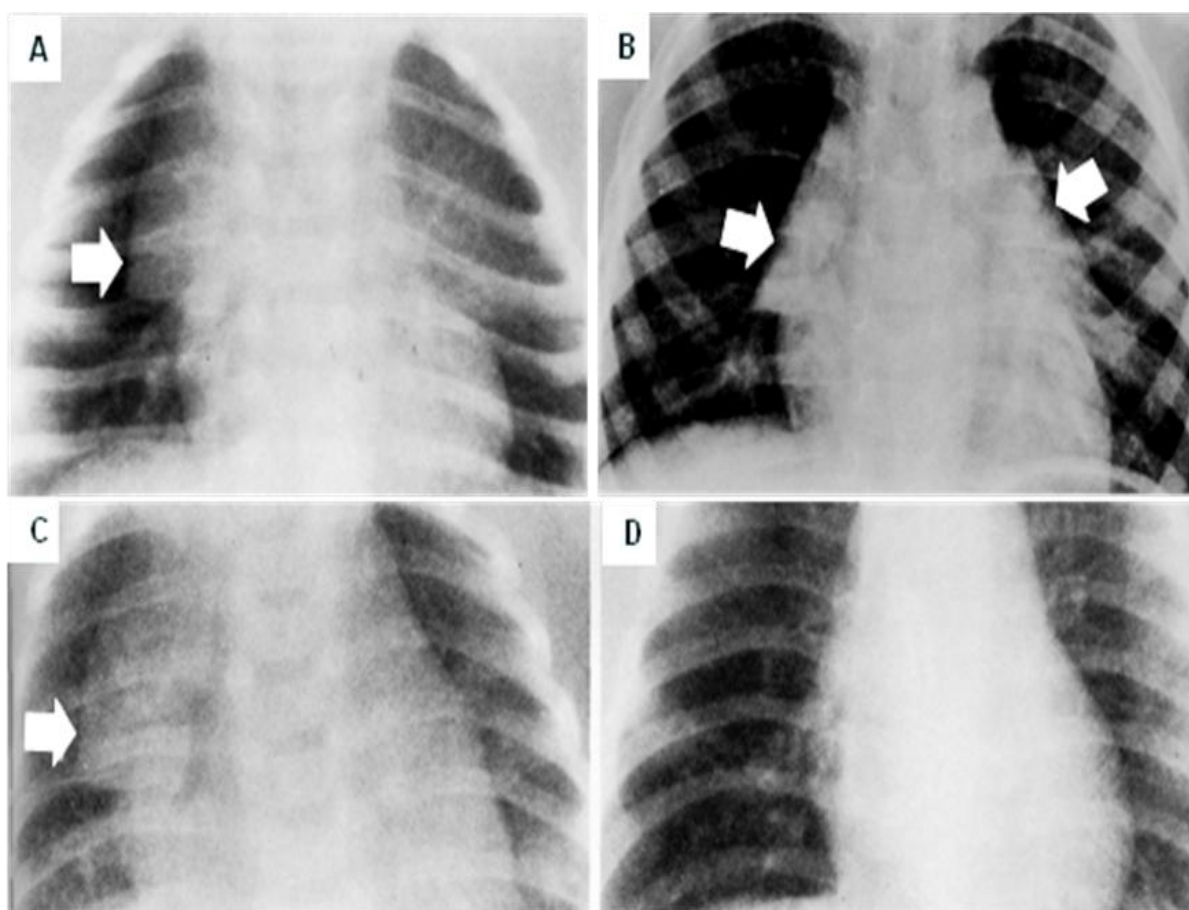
45. A y B. Timos normales que produce una sombra de forma triangular (flechas). C. Radiografía de tórax en espiración máxima, el timo es claramente delimitable (flecha). D. Mismo paciente en inspiración profunda, el timo ya no es visible.
